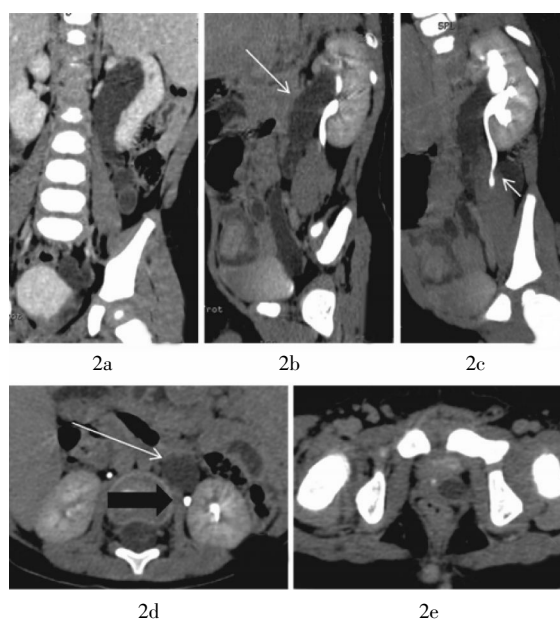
肾盂输尿管重复畸形合并输尿管异位开口的多层螺旋 CT 尿路增强扫描图像 患儿,男性,10 岁,左侧肾盂输尿管重复畸形伴额外输尿管异位开口,自幼不自主排尿, B 超发现左肾及左输尿管积水。图中, 2a: 皮质期多平面重组图像,仅显示一支扩张的输尿管; 2b: 排泄期多平面重组图像,示双输尿管的走形,额外输尿管扩张(长白箭头); 2c: 排泄期最大强度投影图像,示对比剂充盈,输尿管的显示更清楚(短白箭头); 2d: 排泄期肾中部层面轴位图像,示左侧双输尿管断面,其中一支扩张无对比剂充盈,另一支因对比剂充盈显示更为清晰; 2e: 排泄期前列腺层面轴位图像,示额外输尿管开口于前列腺区。
